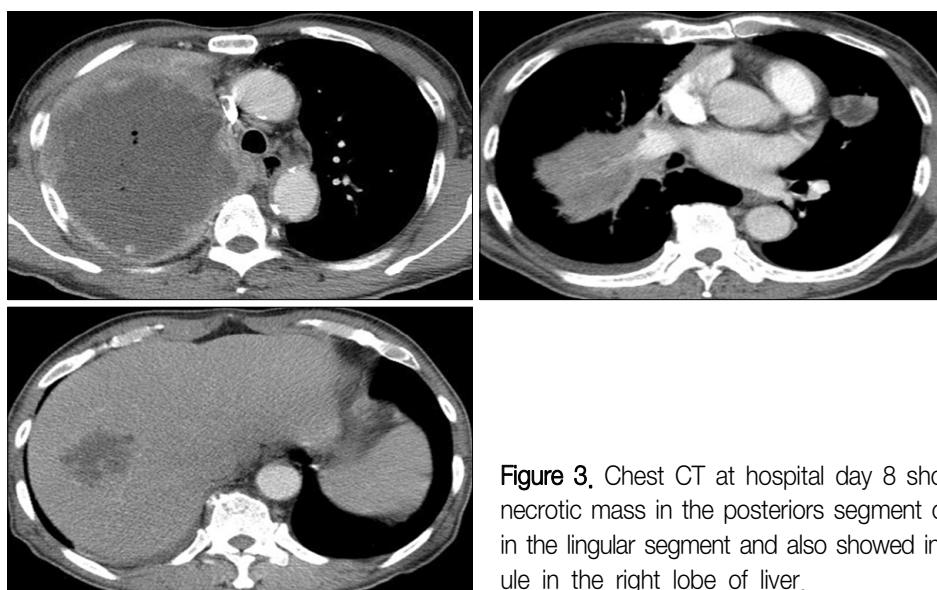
Chest CT at hospital day 8 showed increase in size of huge necrotic mass in the posteriors segment of right upper lobe and nodule in the lingular segment and also showed increase in size of necrotic nodule in the right lobe of liver.
